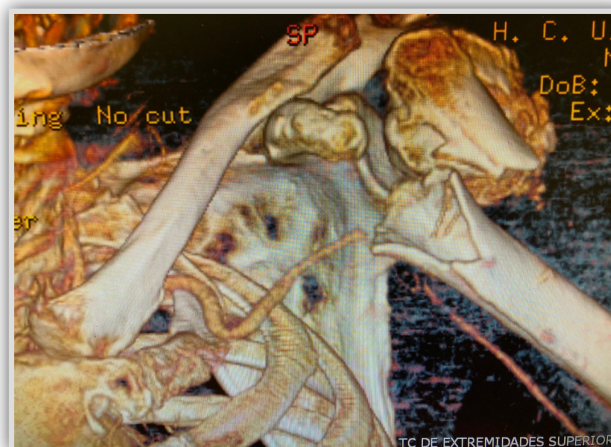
Estudio mediante tomografía axial computerizada con contraste donde se aprecia un “stop” en la arteria axilar.
